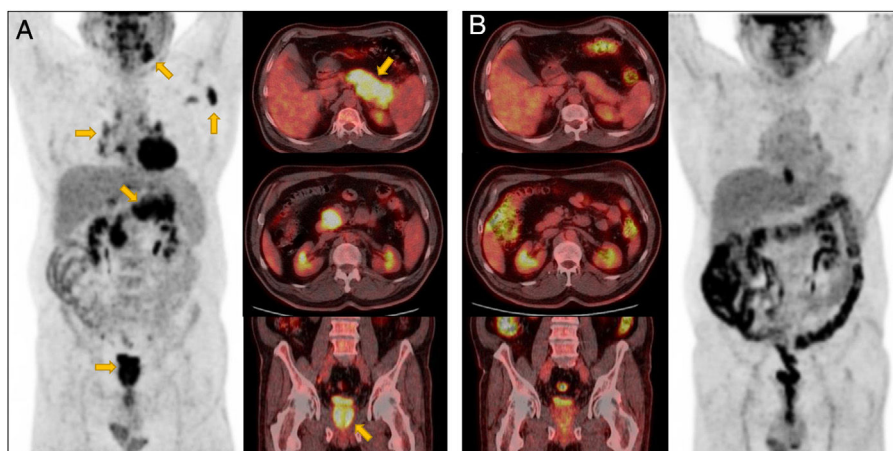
(A) Imágenes axiales y coronales de PET-TC que muestran afectación de múltiples órganos: glándula submaxilar izquierda, adenopatías axilares y mediastínicas, páncreas y próstata. (B) Las imágenes de la PET-TC de control después de 2 ciclos de tratamiento con rituximab y prednisona demostraron una respuesta metabólica completa en todas las ubicaciones previamente afectadas.
